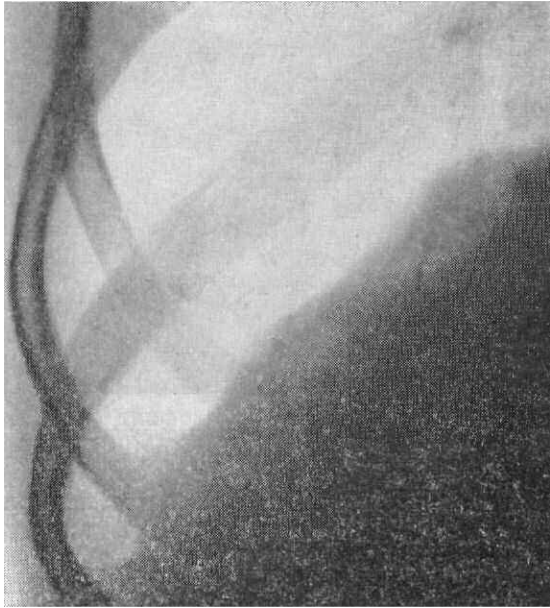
Фрагмент рентгенограммы правого легкого.
